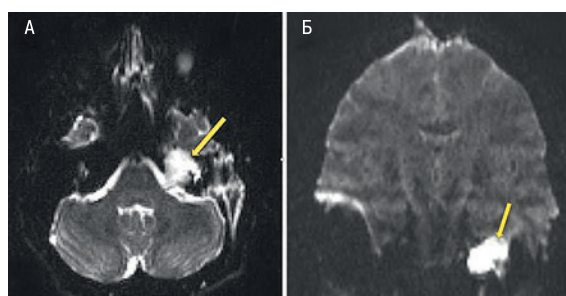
МРТ в DWI режиме, стрелкой указана холестеатома
